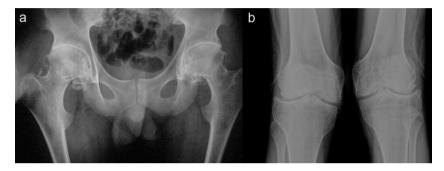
a y b) Radiografías de coxofemorales y rodillas con datos degenerativos severos.
